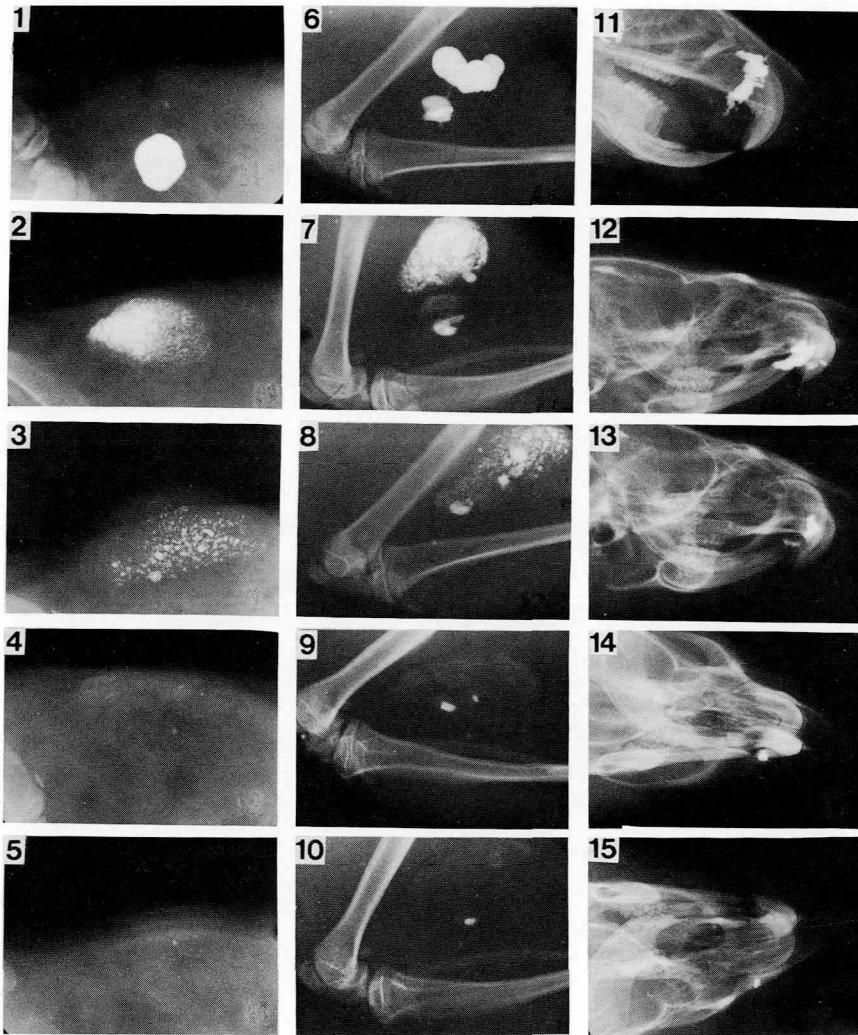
図1から図5までは腹部皮下埋入例のX線写真である。
